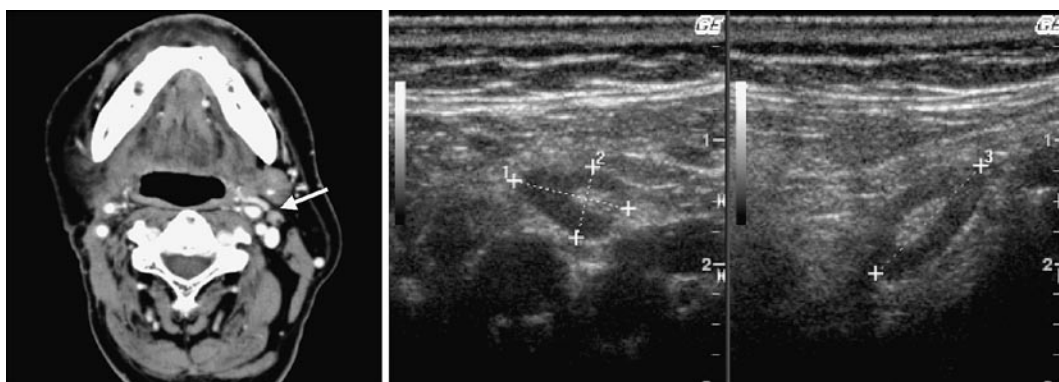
造影 CT 図 2b US (左：頸動脈に垂直・右：頸動脈に平行)
